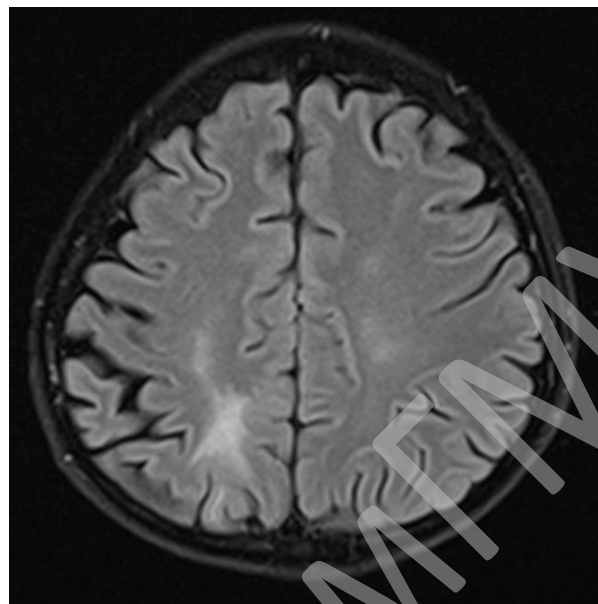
МРТ головного мозга пациентки Б. от 07.02.2018 г.
